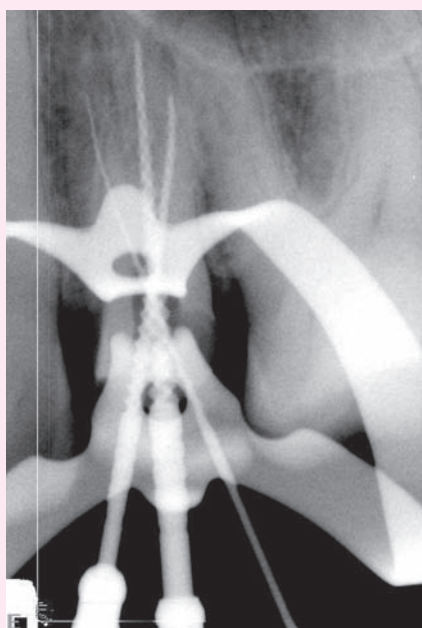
Рентгенограмма зуба 2.4.
